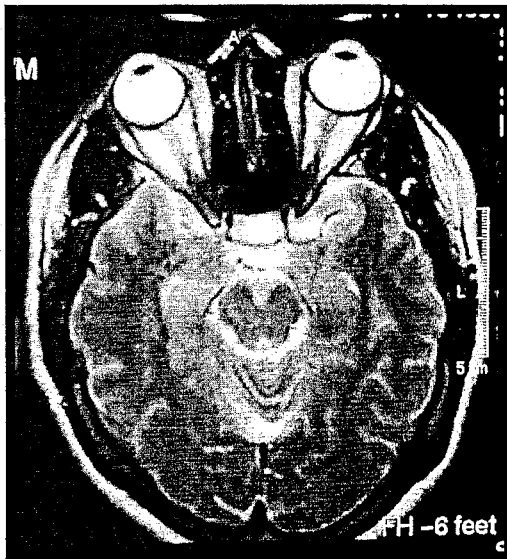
IRM de encéfalo en cortes axiales ponderada en T2, apreciándose ensanchamiento del cuerno temporal Del ventrículo lateral derecho. Además de incremento en La intensidad en la primera circunvolución temporal derecha.
